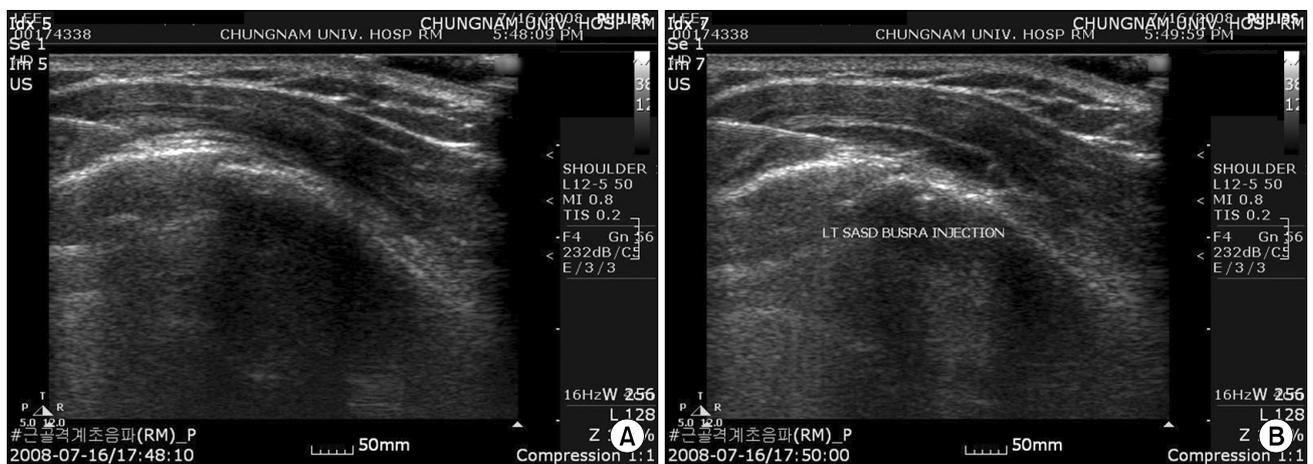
Ultrasonography-guided subacromial subdeltoid bursa injection. Before (A) and after (B) the injection.
